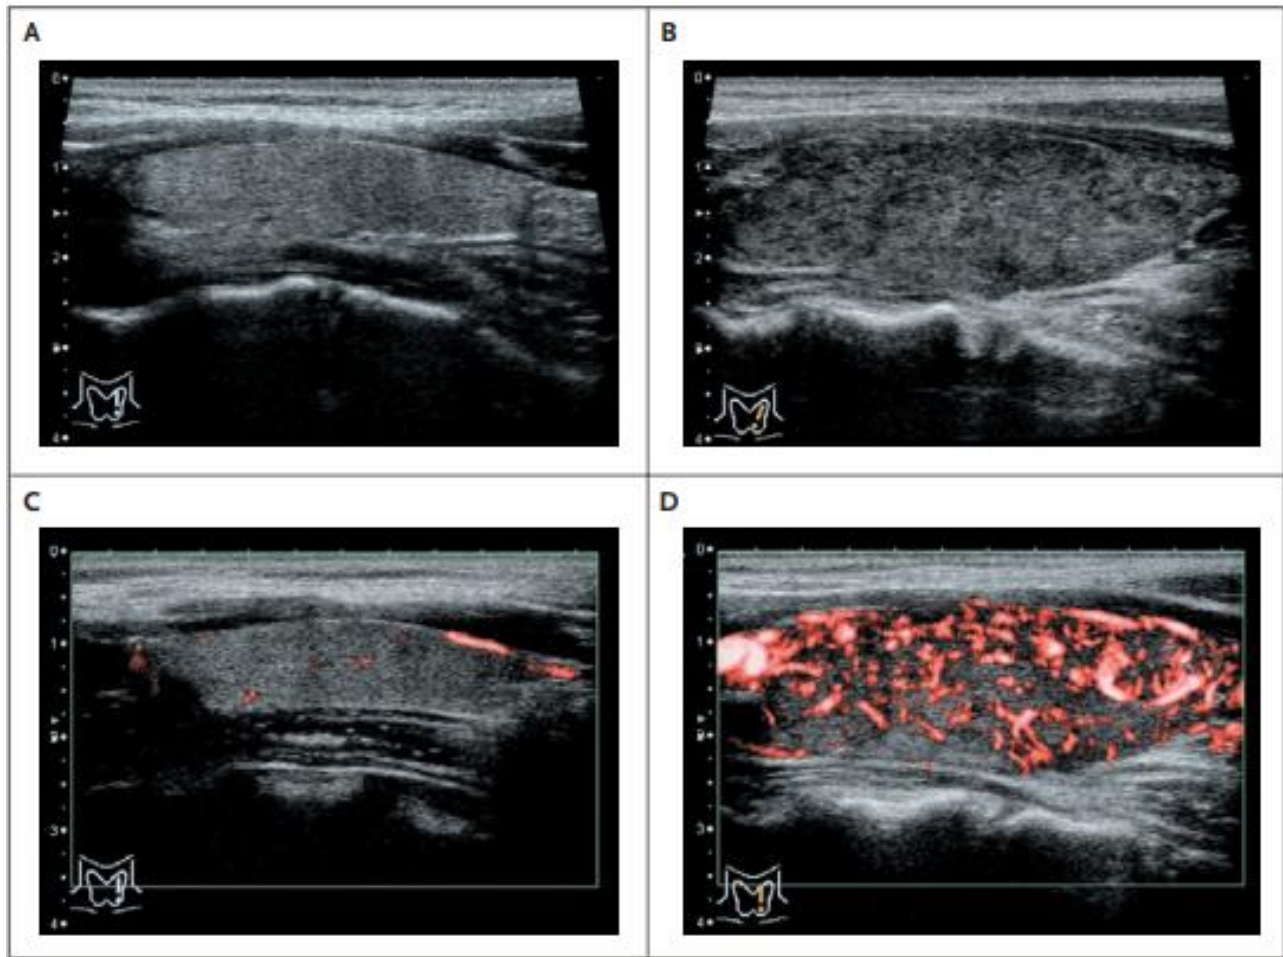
Echographie Doppler de la thyroïde [46]
